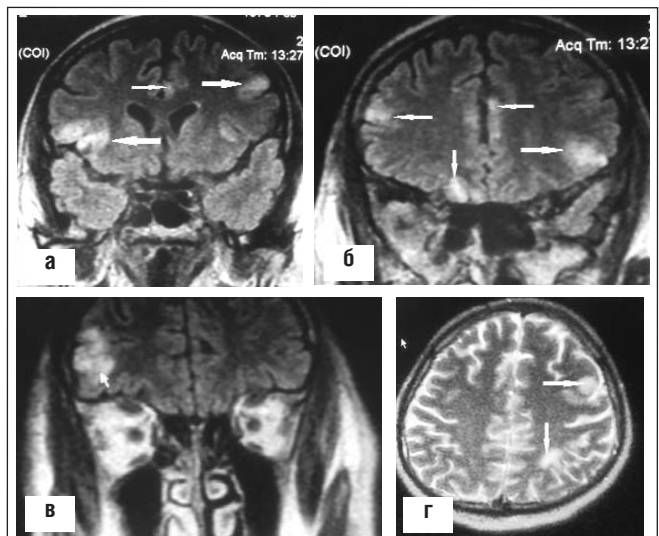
(а, б, в, г). МРТ головного мозга. Очаги патологического сигнала (указаны стрелками). Январь 2014 г.
